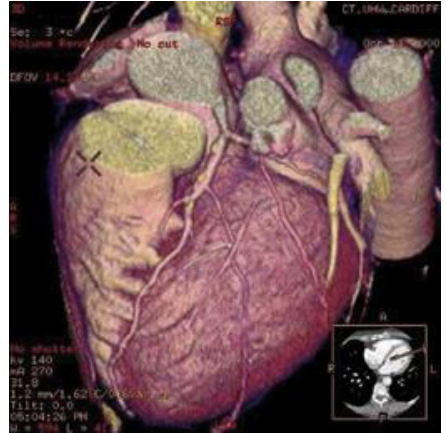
КТ-реконструкція серця
